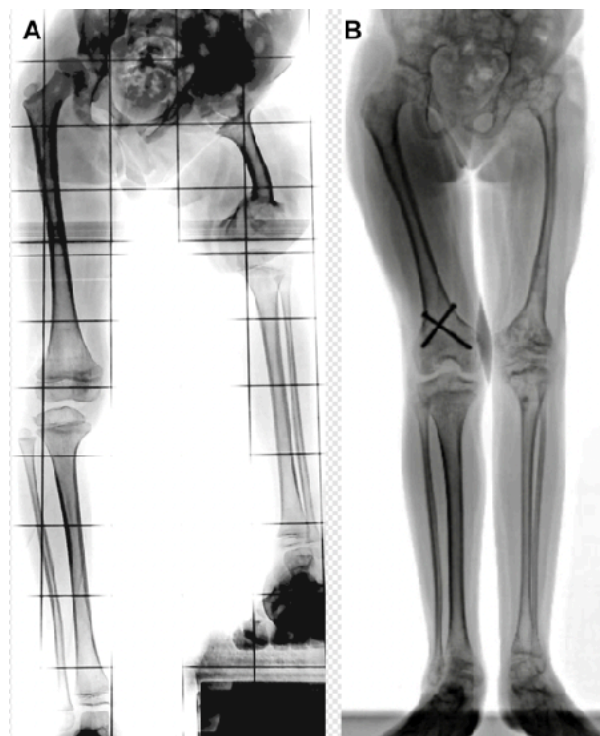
TeleRadiografía de EEII. A) antes de comenzar el tratamiento. B. TeleRadiografía al término del alargamiento
